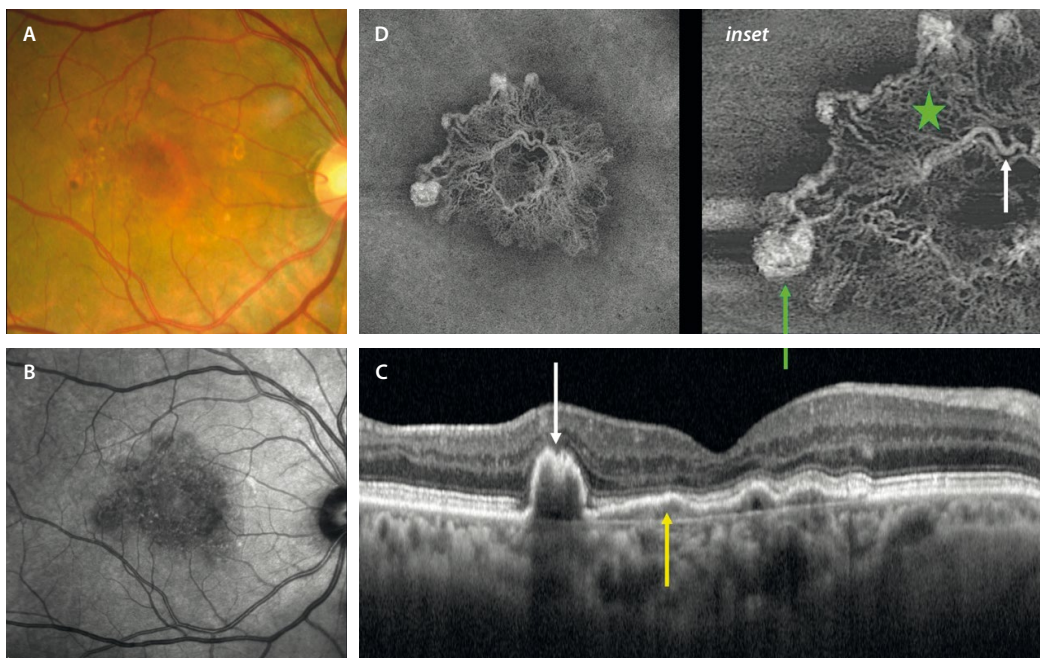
Membrana neovascular de tipo 1 aneurismática macular. A) La retinografía a color muestra una red vascular coroidea más acentuada y anaranjada a nivel macular, con cambios de aspecto polipoideo en los bordes que asocian cambios pigmentarios. B) La imagen cercana a infrarrojo muestra un área hiporreflectiva en la zona de la membrana neovascular. C) La tomografía de coherencia óptica demuestra la presencia de una «doble línea» (flecha amarilla) o «red vascular polipoidea» que corresponde a la propia membrana neovascular de tipo 1 y se ve por la separación del epitelio pigmentario de la retina de la membrana de Bruch por un tejido de reflectividad media. En la terminación de esta red vascular se aprecia un desprendimiento del epitelio pigmentario de la retina con una mella en el techo en forma de «M» (flecha blanca) que sugiere la presencia de un pólipo o dilatación aneurismática. La coroides muestra un grosor marcado, hallazgo que suele corresponderse con este tipo de membranas neovasculares. D) Imagen *en face* de la angiografía por tomografía de coherencia óptica que muestra el tronco maduro (flecha blanca, *inset*), la red o entramado vascular (estrella verde) y las dilataciones aneurismáticas o pólipos terminales (flecha verde, *inset*).
